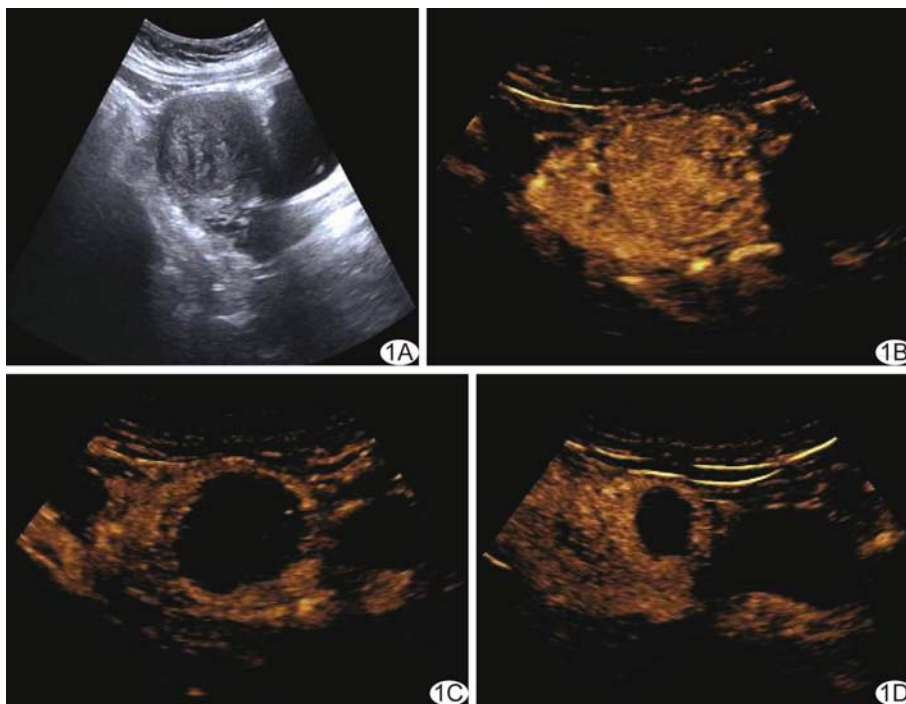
HIFU 治疗前、治疗后即刻及治疗后 6 个月声像图 A. 治疗前二维超声示子宫肌瘤; B. 治疗前 CEUS 显示子宫肌瘤呈不均匀增强; C. 治疗后即刻 CEUS 显示子宫肌瘤内无灌注区; D. 治疗后 6 个月 CEUS 显示子宫肌瘤体积较治疗前明显缩小
